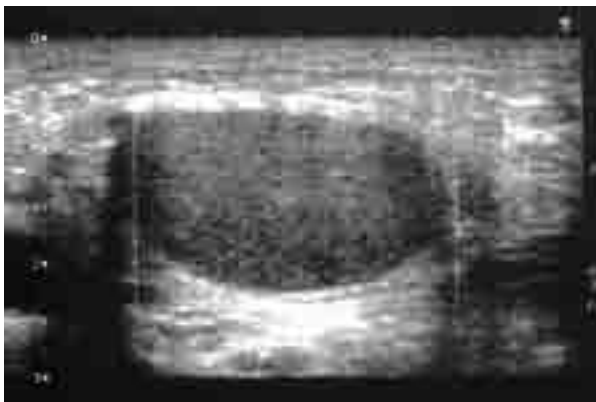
Ecografía inguinal. Teste en localización subcutánea.
